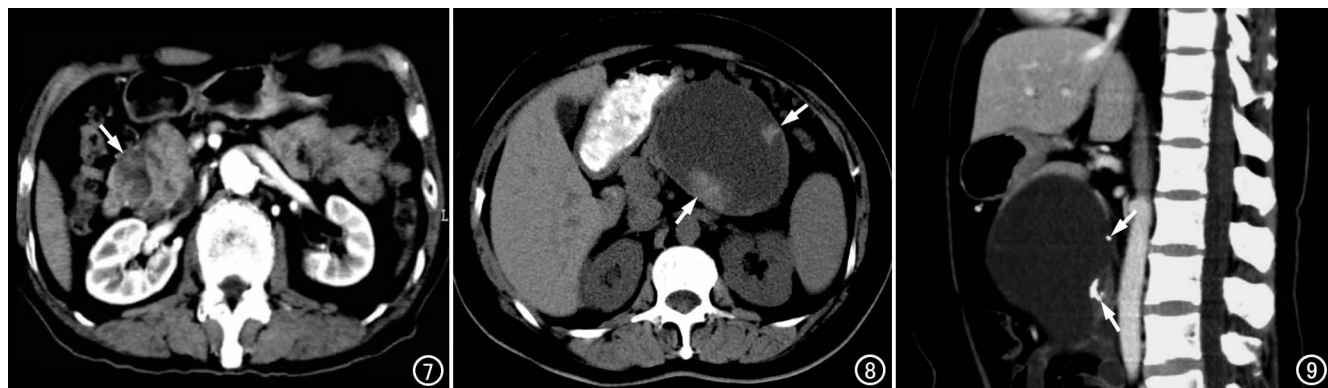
胰头囊腺癌,CT 增强扫描示胰头肿块呈囊实性,有明显不均匀强化(箭)。图 8 胰体尾部囊腺癌,CT 示胰体尾部有一较大囊性肿瘤,囊壁左前及右后方各见一壁结节(箭)。图 9 胰体尾部囊腺癌,CT 矢状面重组图像示胰体尾部巨大囊性肿瘤,囊壁后方有多发钙化灶(箭)。
